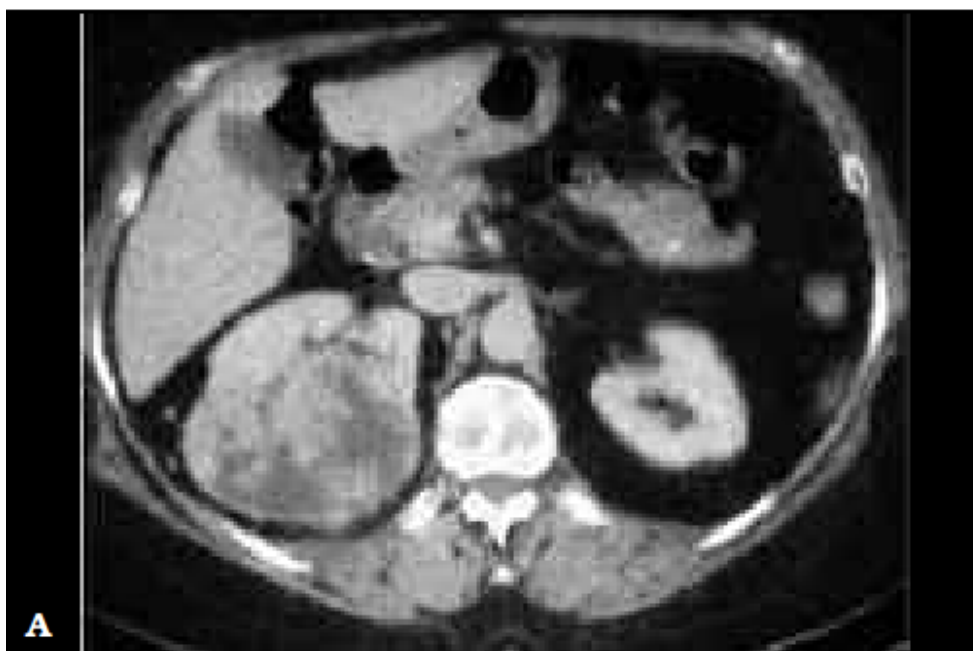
A y B. Imágenes TAC con medio de contraste yodado i.v. mostrando sendas masas en riñón derecho. (A) En tercio superior y medio posterior del RD y (B) de ocupación hiliar en RD. Ambas masas exhiben realces heterogéneos, inferior al del parénquima renal y muestran áreas hipodensas de necrosis.
